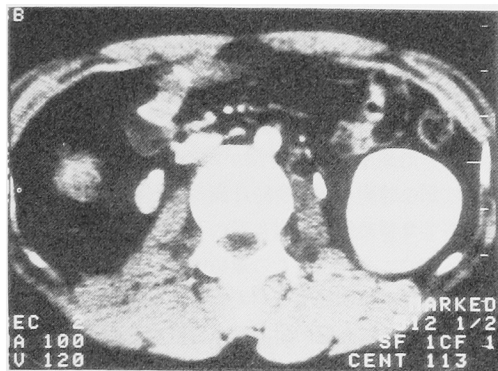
Case 13. Enhanced computed tomography showed the right kidney in the L₃ level.
